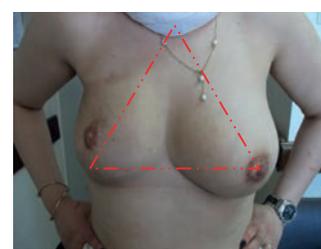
RM PAR IMPLANT AVEC DISCRÈTE PTOSE À DROITE ET SEIN DROIT LÉGÈREMENT PLUS VOLUMINEUX QUE LE GAUCHE
